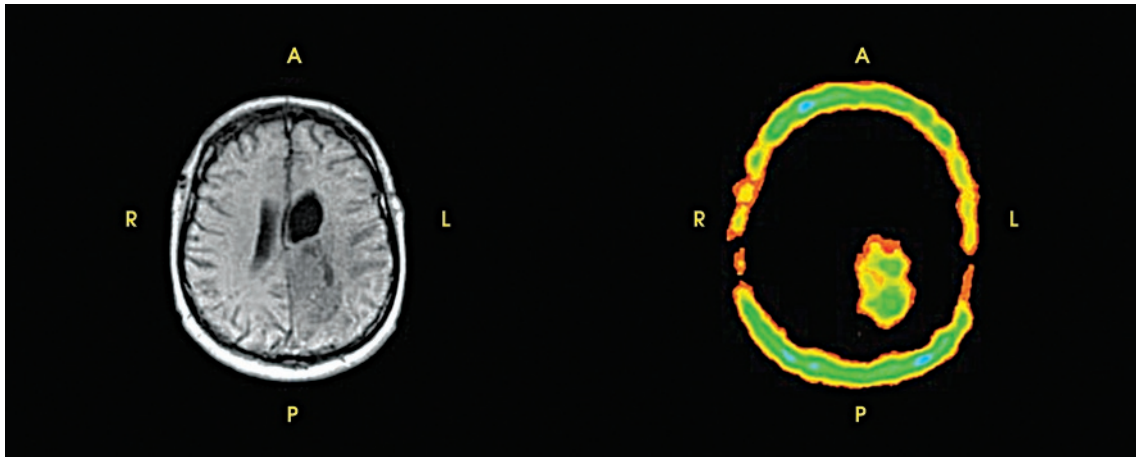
Зліва: МРТ головного мозку пацієнта з гліобластомою IV ступеня злоякісності. Справа: ОФЕКТ того ж пацієнта
